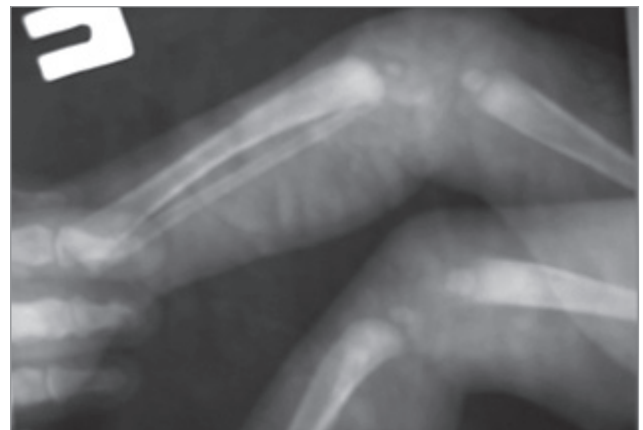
Новонароджена П., 7 днів. Бокова порівняльна рентгенограма колінних суглобів після закритого вправлення вивиху.
